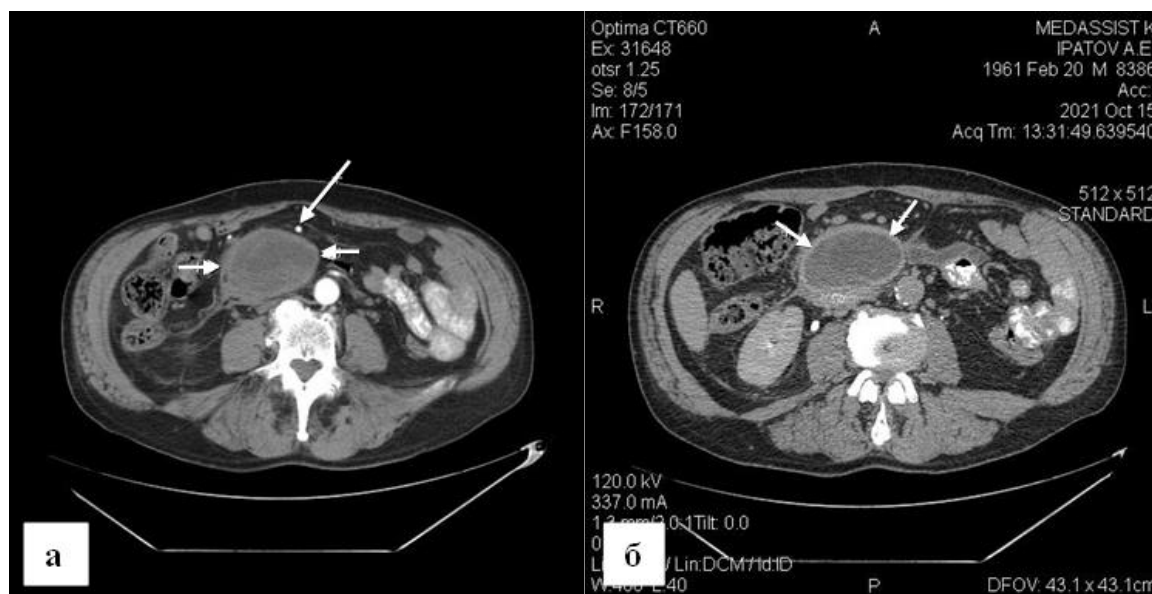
Повторная КТ-с болюсным усилением больного И., 60 лет (15.10.21):
